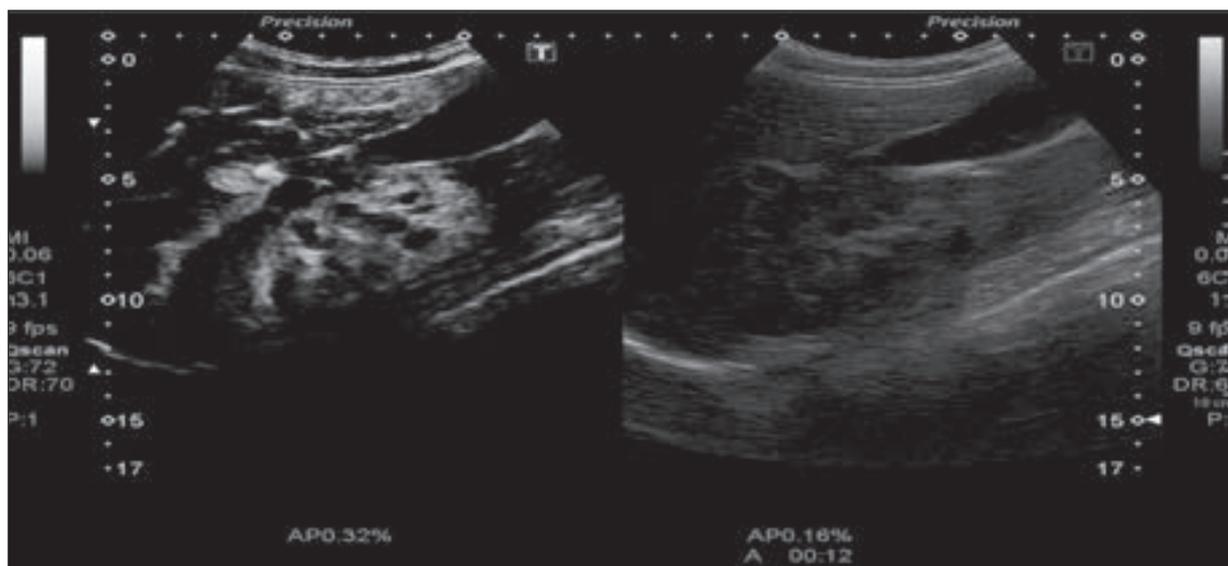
Ecodoppler Renal con potenciador. Aspecto edematoso de ambos riñones.
